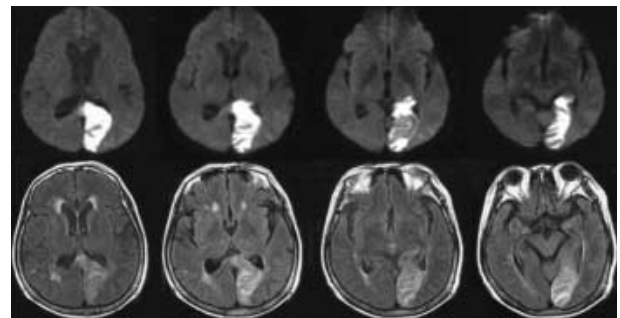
Brain MRI diffusion images (upper) and FLAIR images (lower) show high signal intensity lesions in the left posterior cingulate gyrus, retrosplenial cortex and occipital lobe.
